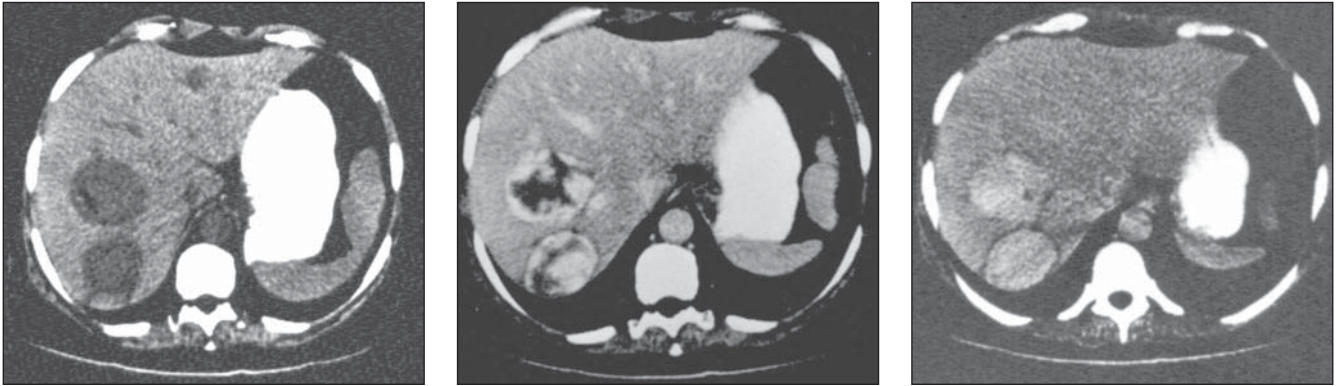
Hemangioma. TC sem contraste (A), com contraste imediato (B) e com contraste tardio (C). Lesão hipotenuante de contorno regular, com realce irregular de formação centrípeta na fase de contraste imediato. Na fase de contraste tardio demonstra impregnação homogênea.
